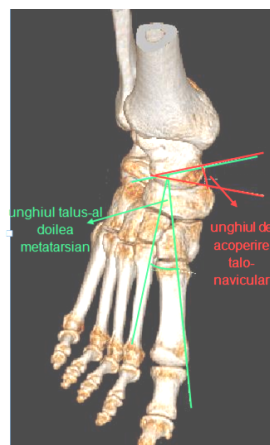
Examinare radiografică, vedere dorsală
